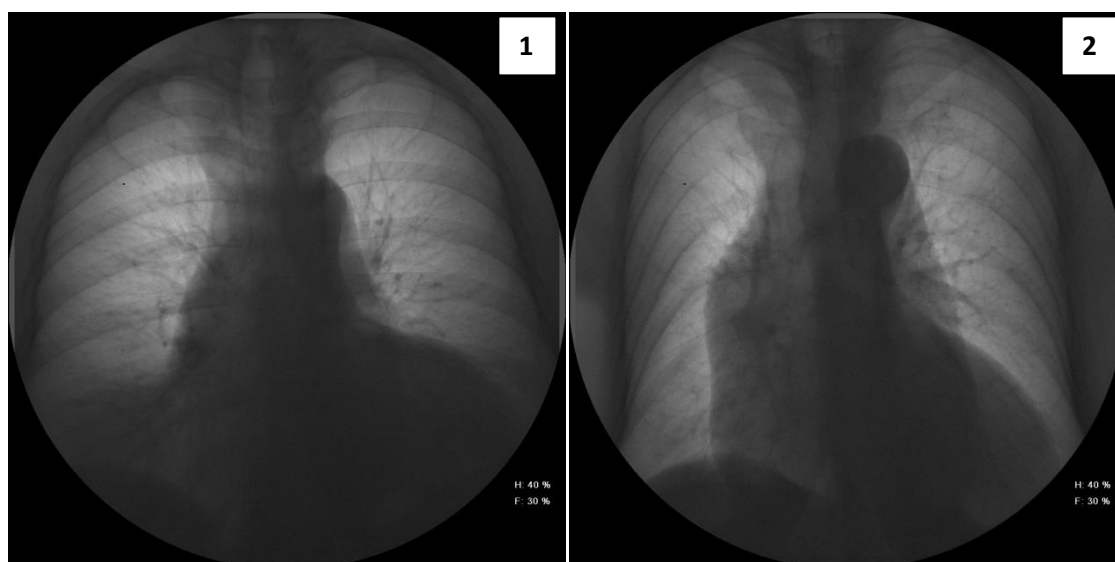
Рентгенограммы больных с аневризмой восходящей аорты и: 1 - аортальным стенозом, 2 - аортальной недостаточностью.
